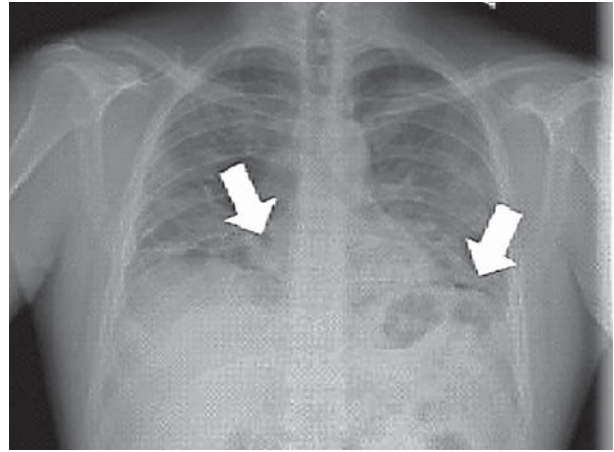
Рентгенограма при пневмоцистній пневмонії
